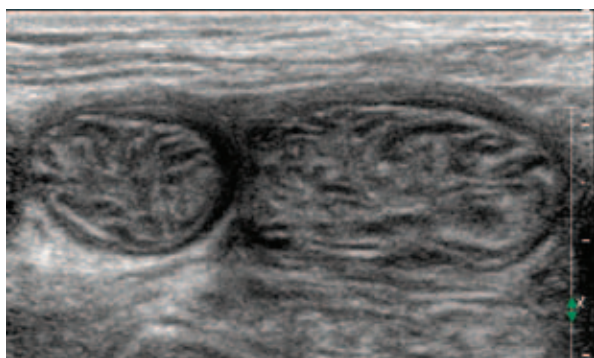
Неизменный сегмент тонкой кишки. УЗИ через переднюю брюшную стенку, поперечное сечение
